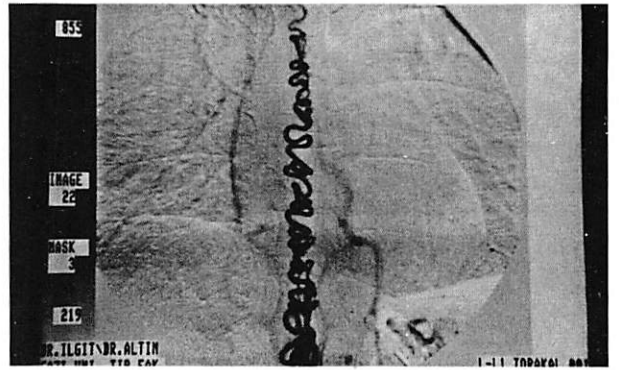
Hastanın spinal anjiografisinde venöz drenajın servikale kadar uzandığı izlenmekte
